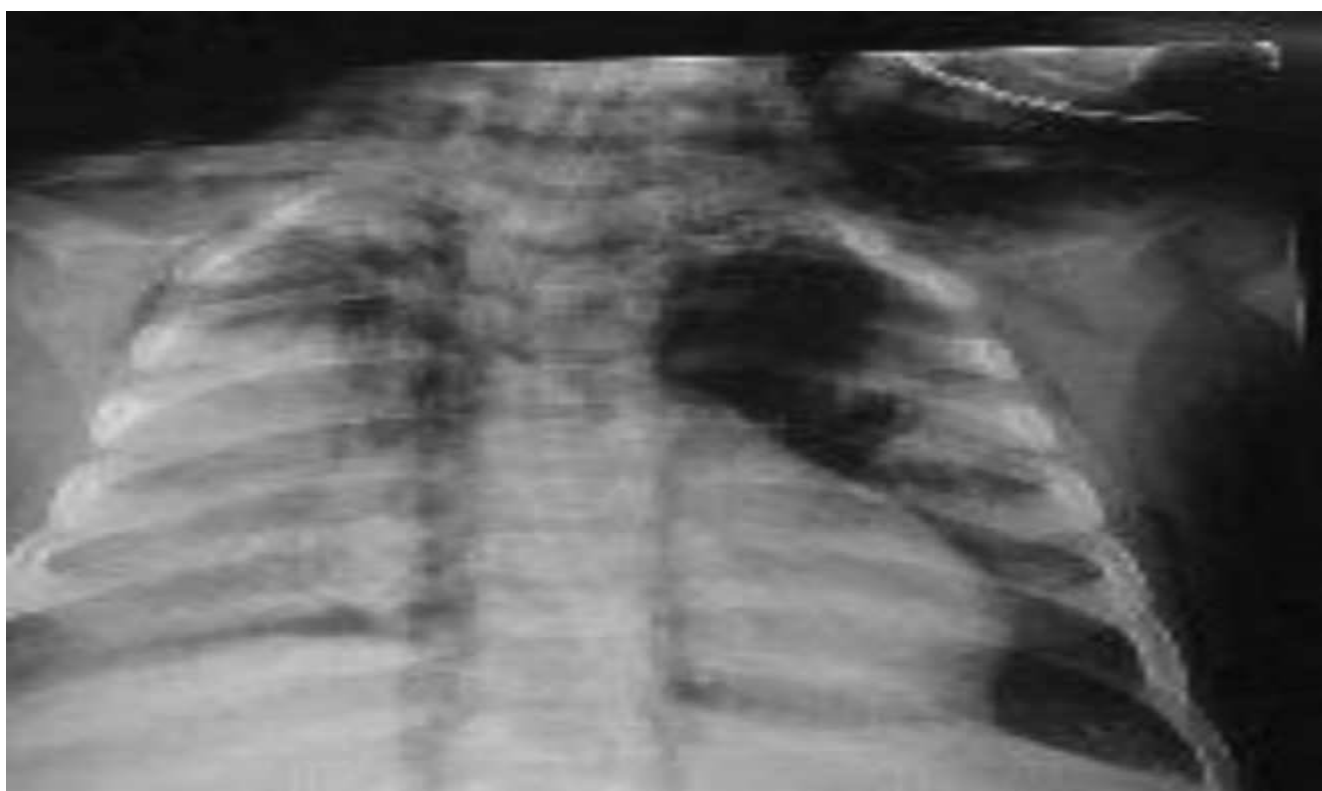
Radiographie du thorax 12 h après : extension de la pneumopathie.
